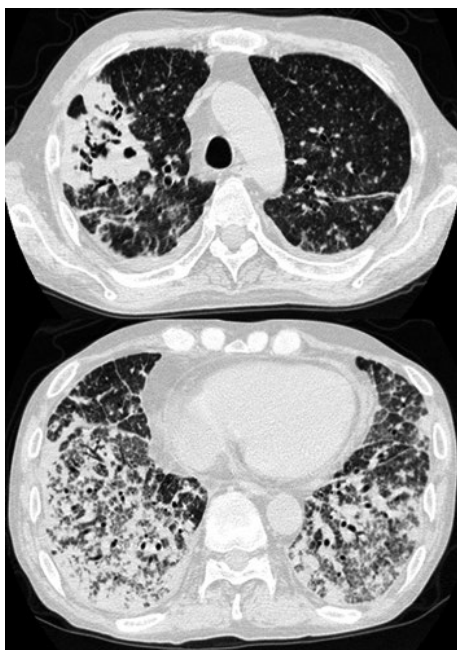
Chest simple CT scans on admission revealed consolidation with cavitary lesions in the right upper lobe and randomly distributed small nodules. Moreover, they showed diffuse ground-glass opacity, consolidation, peribronchovascular interstitial thickening, and interlobular septal thickening.
